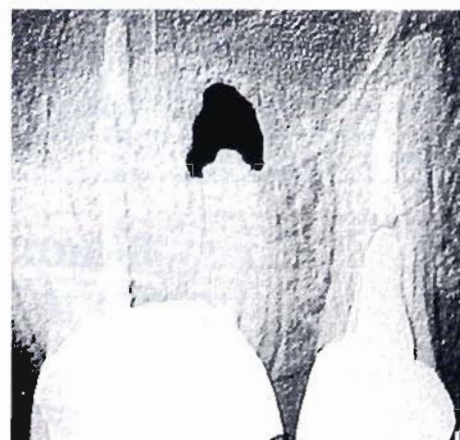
Caso A: radiografia preoperatoria con evidenziata l'area periapicale di lesione a carico della radice mesiale di 16.
